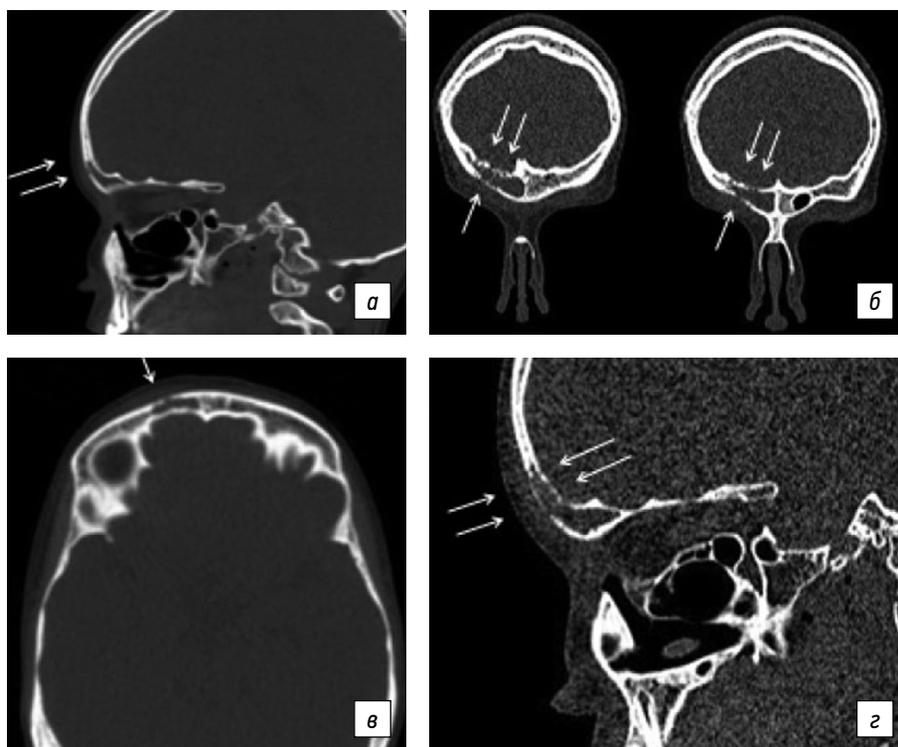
Компьютерная томограмма лицевого черепа: а, б — на момент первого обращения; в, г — через 2 нед. (данные из архива НМИЦ). Стрелки указывают на деструктивные изменения
